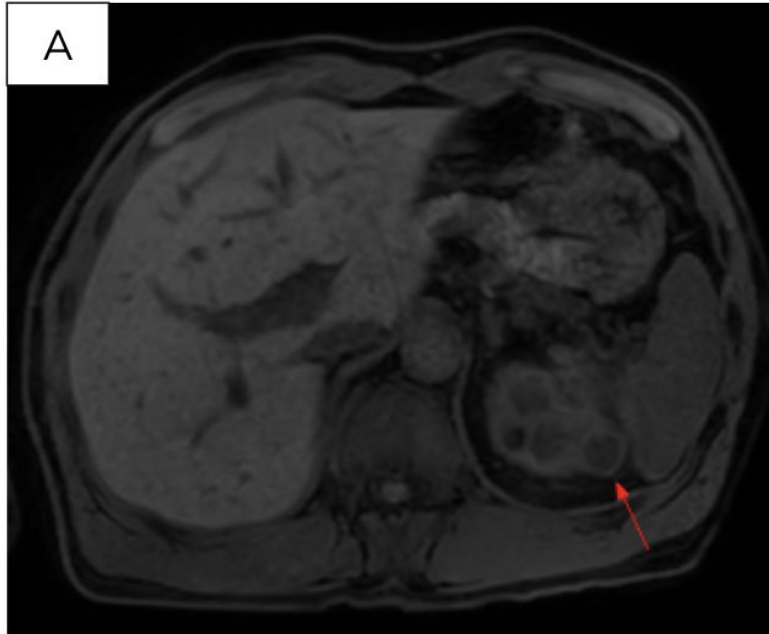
RM renal. Adquisiciones axiales potenciadas en T1 con saturación de la grasa previo a la administración de contraste i.v. (A) y tras administración de contraste i.v. en fase corticomedular (B) y tardía (C).
